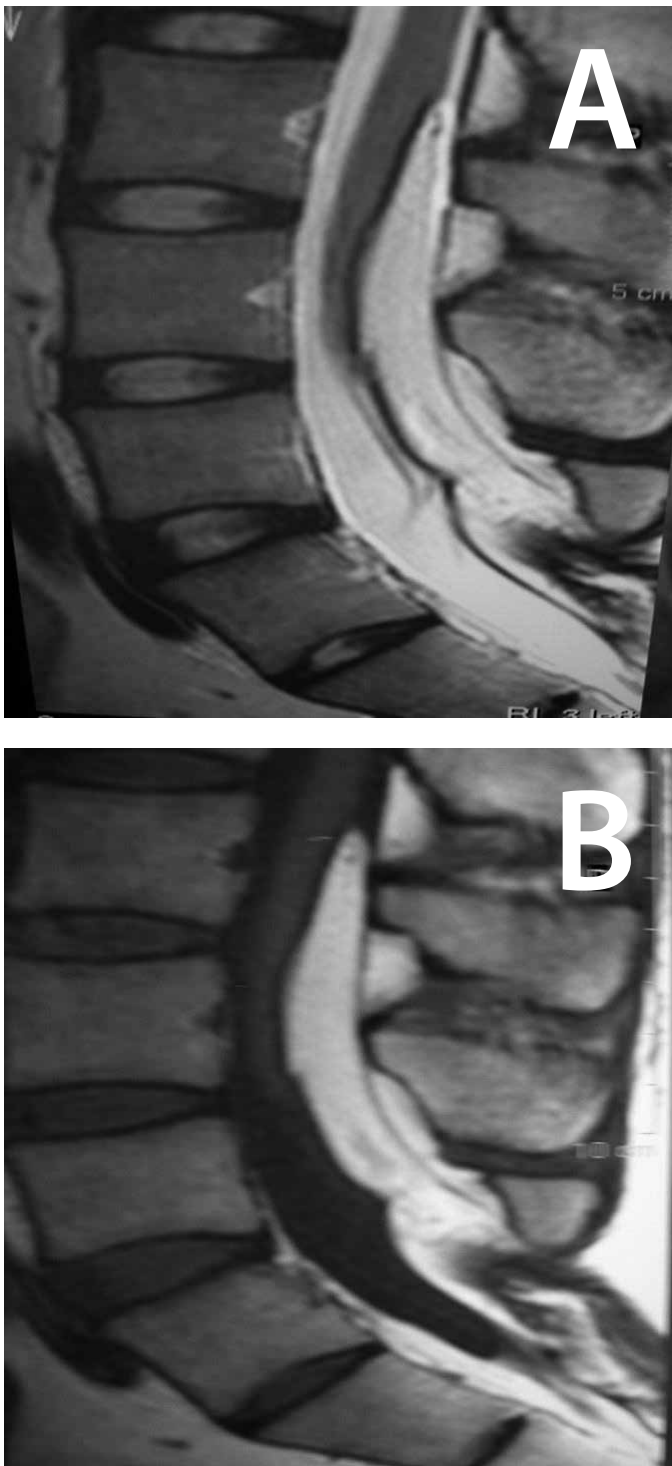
Ressonância Magnética, em corte sagital da coluna lombar, evidenciando uma lesão posterior no canal medular no trajeto de L4-S2 com hipersinal em T2 (A) e T1 (B).
